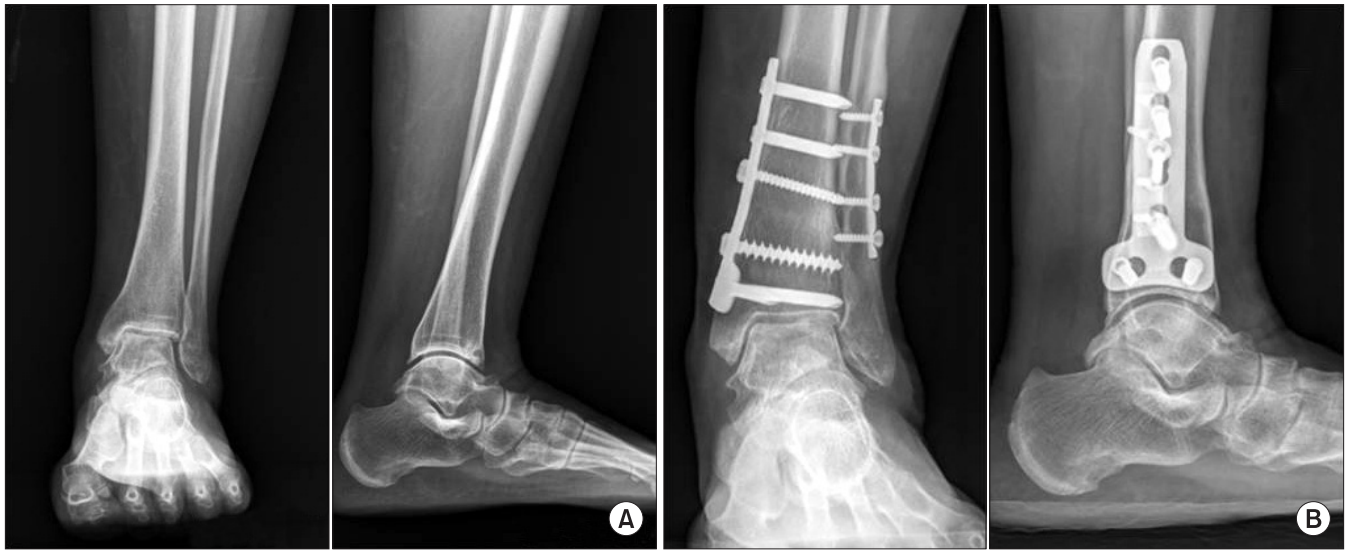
A 55-year-old woman with medial compartment ankle osteoarthritis. (A) Preoperative standing radiograph (B) treated by supramalleolar tibial and fibula osteotomies, which resulted in an excellent functional outcome.
